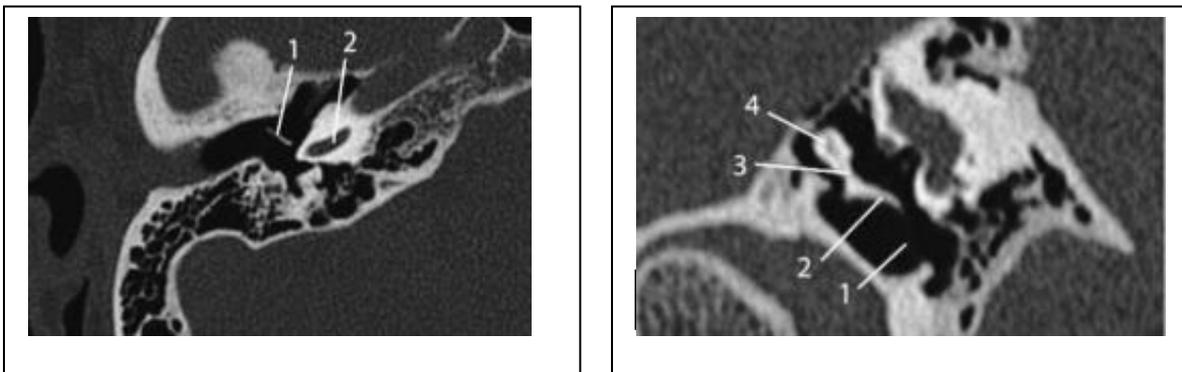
a) TDM en coupe axiale : (1) Manche du marteau ; (2) cochlée.
